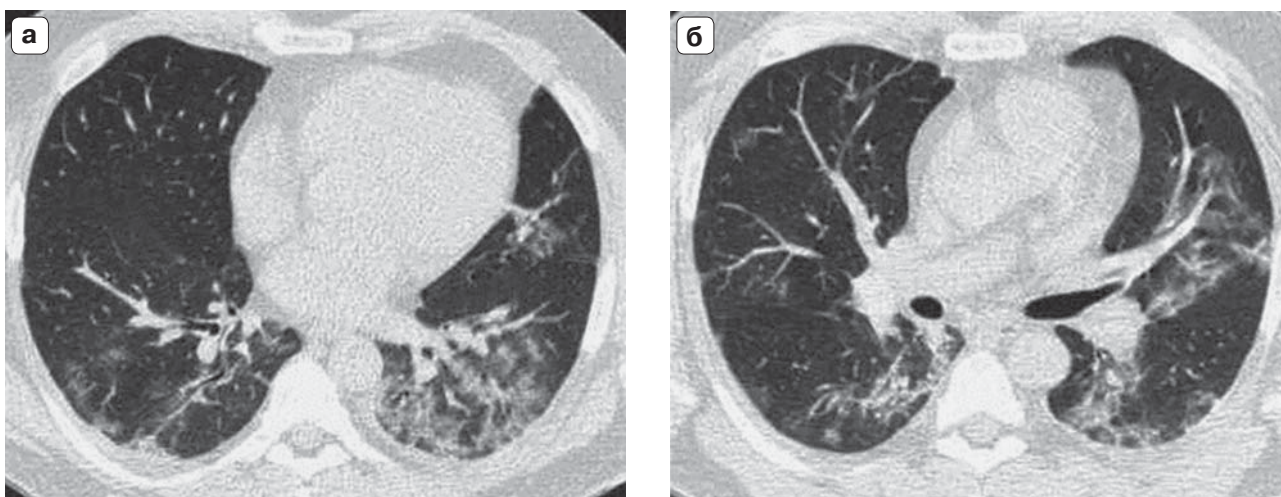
Пациент Ж., 37 лет. Новая коронавирусная инфекция (диагноз подтвержден). Компьютерные томограммы органов грудной клетки (а, б – разные уровни томографии). Интерстициальные тяжи и участки “матового стекла” преимущественно перибронховаскулярной локализации. Один из вариантов изменений, типичных для острой интерстициальной пневмонии (болезни Хаммена–Рича).
